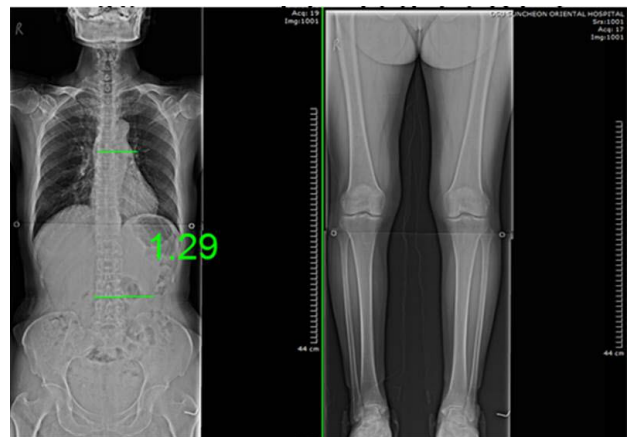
Change of radiograph at after treatment(Case 3).
